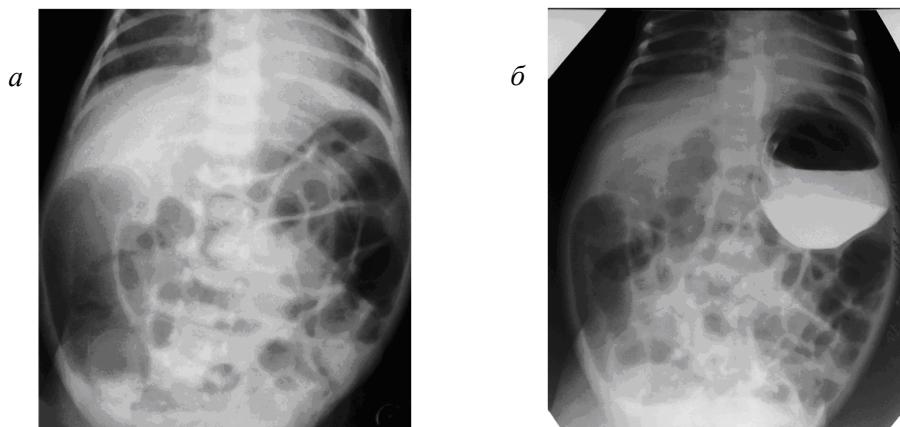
Оглядові рентгенограми ОЧП недоношеної дитини з некротичним ентероколітом 2-ї стадії: *а* – нерівномірне здуття кишечника; *б* – через 8 годин зберігається здуття кишечника, переважно у вихідному відділі ободової кишки (статична кишка). Відсутність евакуації контрастної речовини зі шлунка
